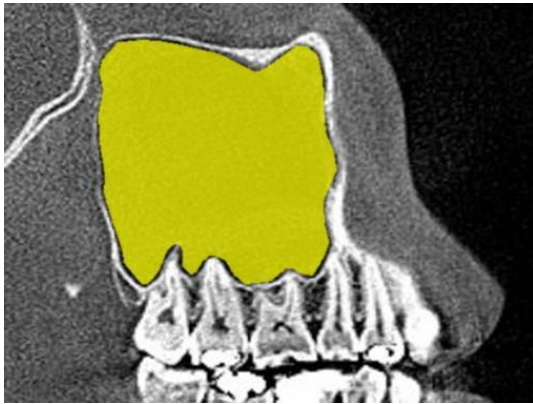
CT measurement – Cross sectional area
